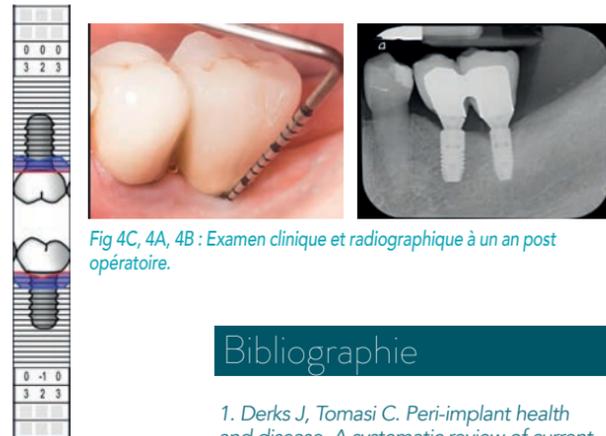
4A, 4B : Examen clinique et radiographique à un an post opératoire.
